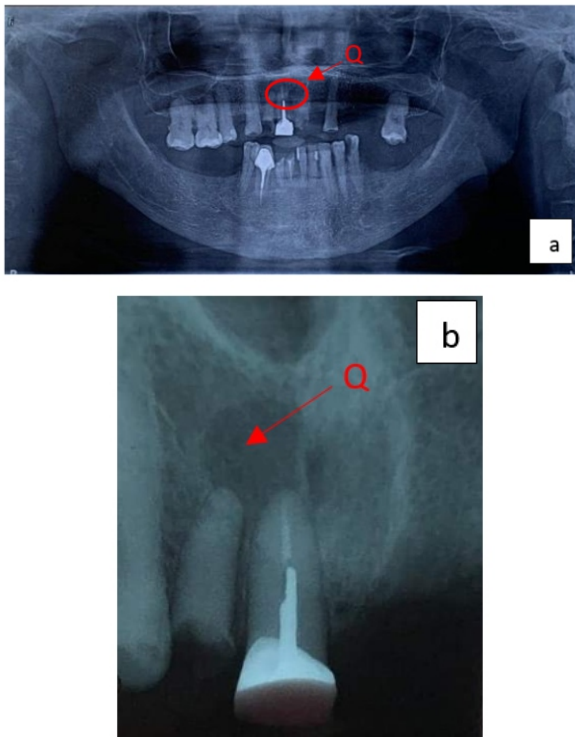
Radiografía panorámica y periapical
